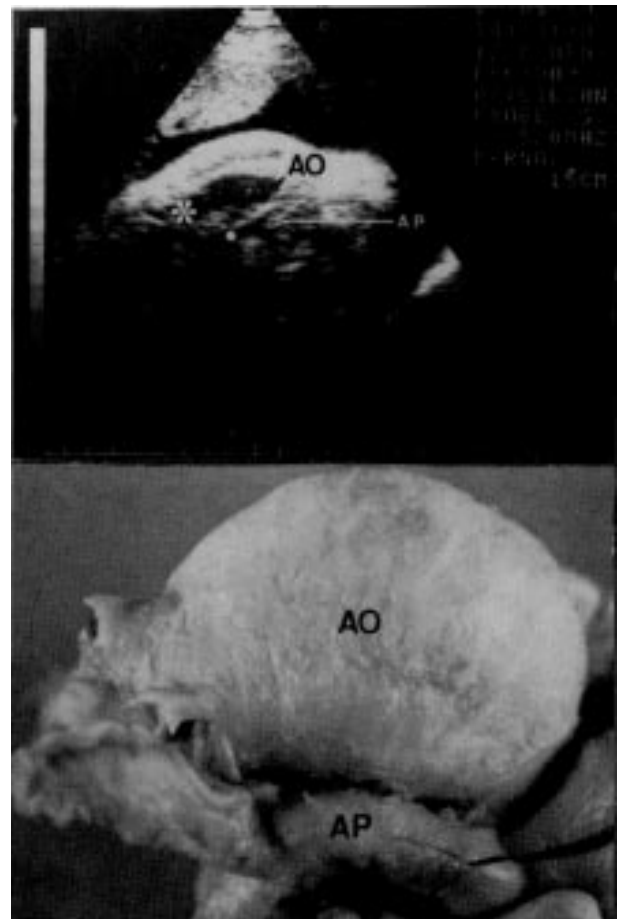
Parte superior: ecocardiograma demonstrando a desproporção entre o caminho da aorta (AO) e da artéria pulmonar (AP). Parte inferior: aspecto anatomopatológico que confirmou a estenose pulmonar com hipoplasia significativa de tronco e ramos pulmonares.
